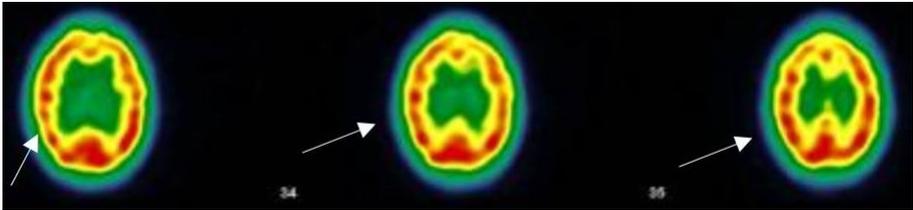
Cas n° 3 Alma ; Examen scintigraphique (ECD Tc-99m) du 25/05/21 : fixation hétérogène du traceur avec hypofixations plus nettes frontale gauche, pariétale gauche, pariétale droite. Pas de préservation des cortex sensori-moteurs. La fixation en regard des noyaux gris et du cervelet est correcte. Présence d'une hypocaptation péri-ventriculaire. Conclusion : Mise en évidence d'une fixation hétérogène du traceur et d'une hypocaptation péri-ventriculaire compatible avec une atteinte cérébrale de type vasculaire. Trois mois plus tard, un examen de contrôle (non représenté ici) : amélioration de la fixation cérébrale avec diminution de l'hétérogénéité de fixation et de l'hypocaptation péri-ventriculaire (Images et protocole : Drs Bouazza et Mahy, Hôpital de Vésale, ISPPC, Belgique)
